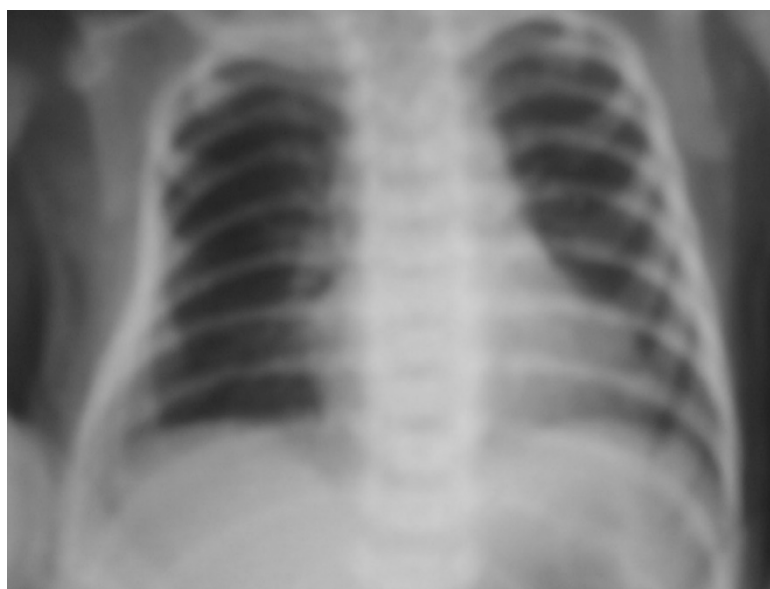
Рентгенограмма ребенка Ш. в динамике лечения, 17 дней. Остаточные явления после перенесенной полисегментарной пневмонии. Легочные поля воздушные. Нодозно-ретикулярная сетка на ограниченных участках в средних зонах. Единично распространенные мелко-очаговые тени. Симптом "воздушной бронхограммы".
